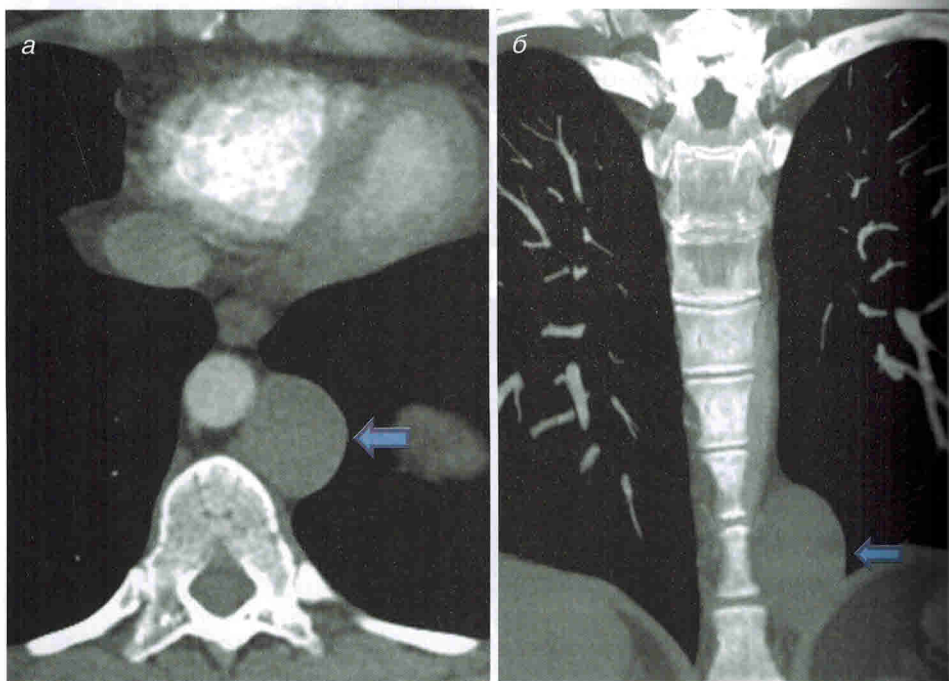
Бронхогенная киста с ровными краями, локализующаяся в задней части средостения (указана стрелкой), примыкающая к нисходящей части грудной аорты и левой половине диафрагмы. Киста имеет более выраженное ослабление сигнала, чем просто жидкость, на изображении в аксиальной проекции (а) и реформатированном изображении во фронтальной (б) проекции при компьютерной томографии органов грудной клетки с контрастированием, что указывает на белковое содержимое
